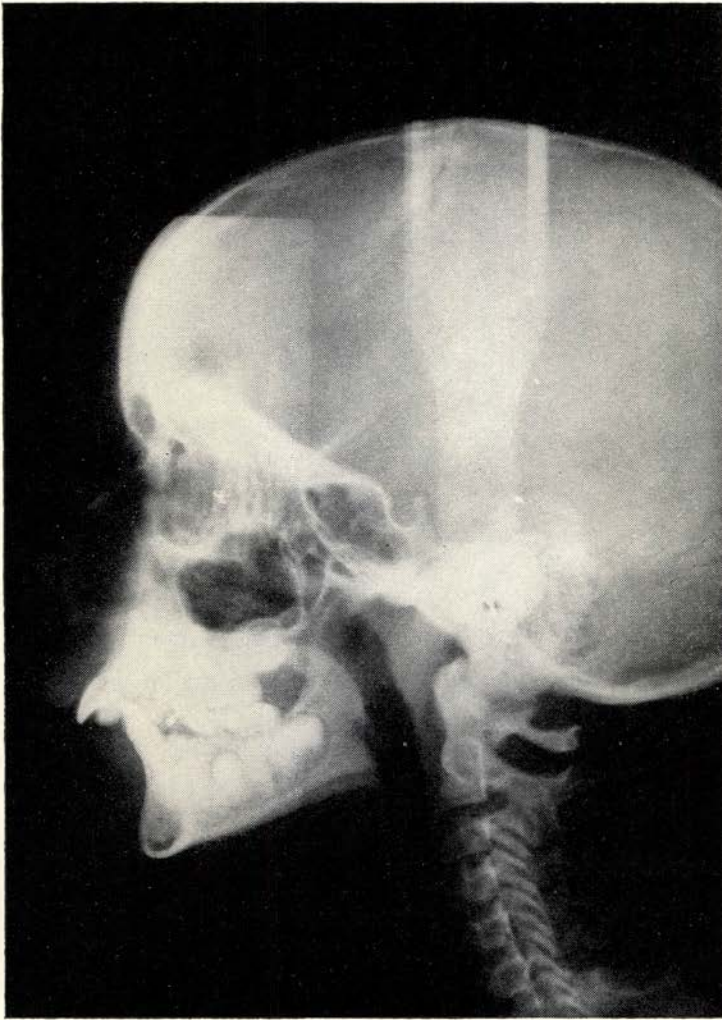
Profiel-Röntgenschedelopname van hetzelfde kind als afb. 8b, de onderkaak in rustpositie; let op verticale afsluiting distale vlakken der melkmolaren.
